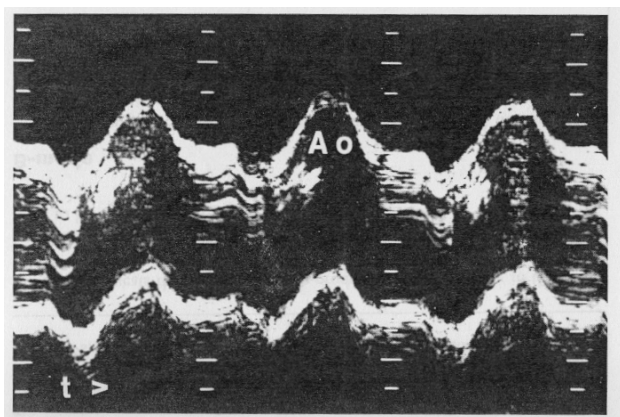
Imagem de ecocardiografia em modo M. No eixo dos xx encontra-se o tempo, enquanto que no eixo dos yy a distância ao detector (adapt. W.R. Hendee, E.R. Ritenour, 1992).
